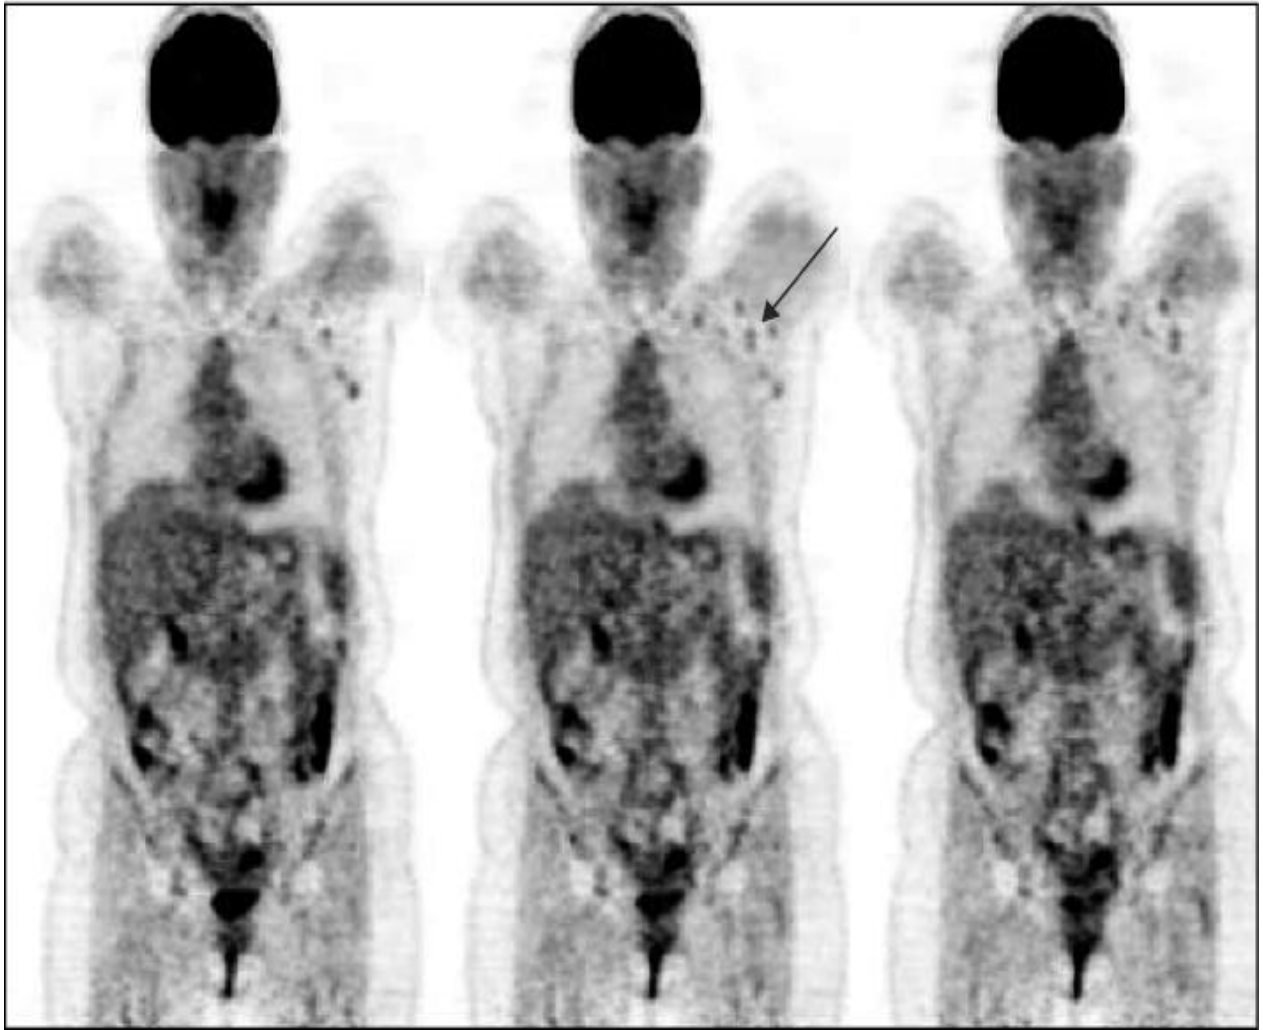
Localisation de métastases ganglionnaires par TEP-18F-FDG en coupes frontales
